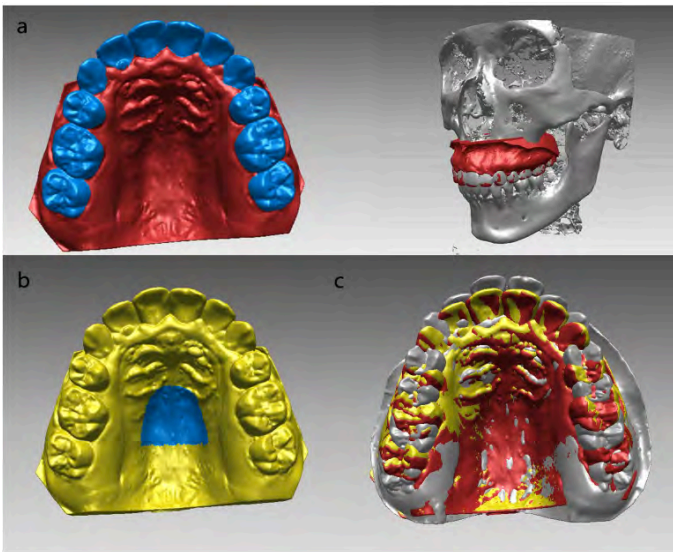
(a) Superposition de l'acquisition 3D sur le CBCT (b); Voute palatine point de référence de superposition des acquisitions 3D (c); Superposition du modèle initiale, du CBCT de fin de traitement et de l'acquisition de fin de traitement (Pan et al. 2019)
